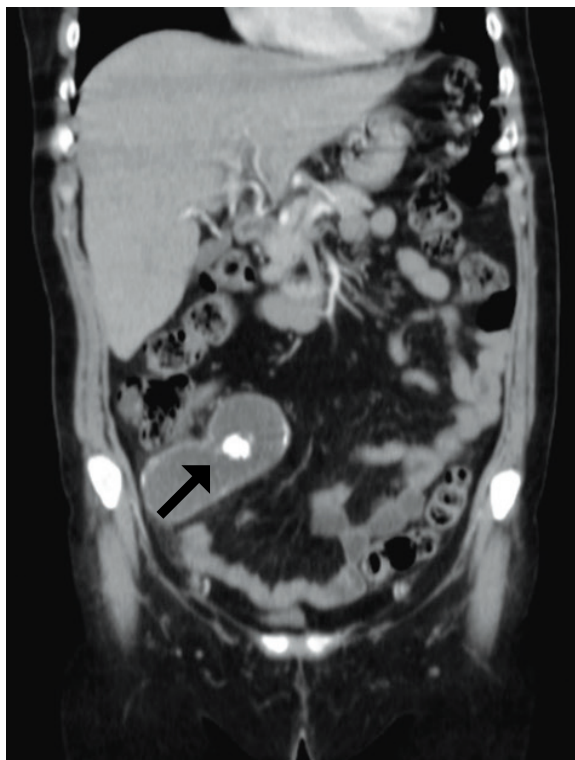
TC abdomen-pelvis con contraste i.v., corte coronal. Imagen quística paracecal con valores de atenuación superiores a los del líquido vesical, con discreto realce mural y calcificación lineal: mucocele apendicular (flecha negra).
